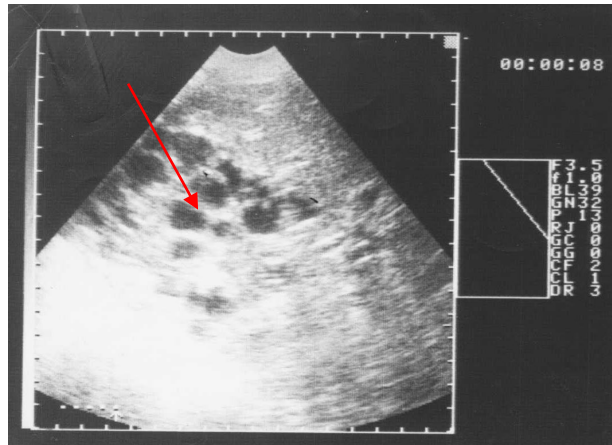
УЗИ печени. УЗ-признак «рыбьей чешуи» (форма кисты округлая)
